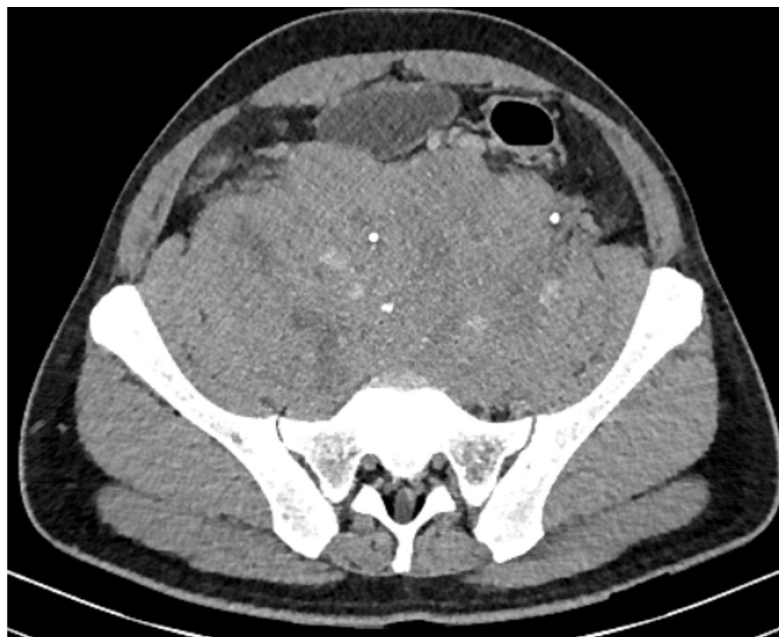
TAC abdominopélvica corte axial; retroperitoneo masa tumoral con densidad de tejidos blandos de aspecto sólido pequeñas áreas hipodensas sugestivas de necrosis de contornos lobulados, de 18x11x18cm.
